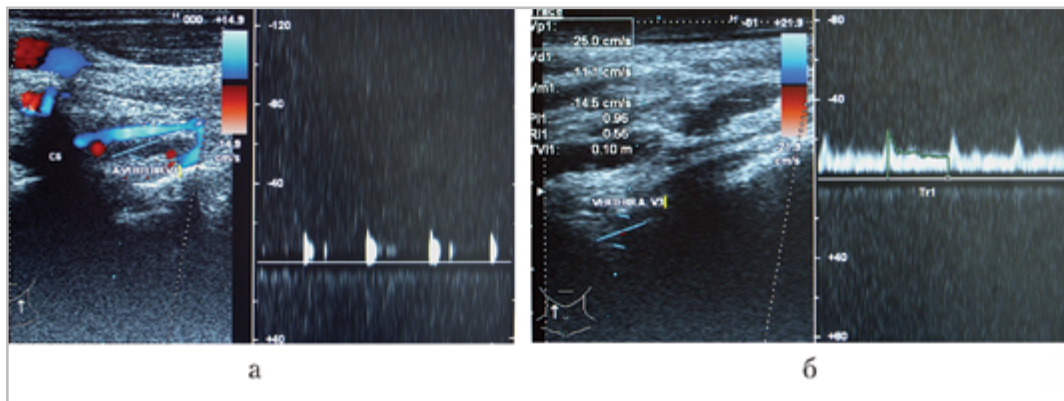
Эхограммы экстравазальной компрессии ПА: повышение индексов периферического сопротивления по типу кровотока «затрудненной перфузии» проксимальнее области компрессии (а), низкоскоростной кровотока по типу коллатерального дистальнее зоны сдавления в V3 сегменте (б)
